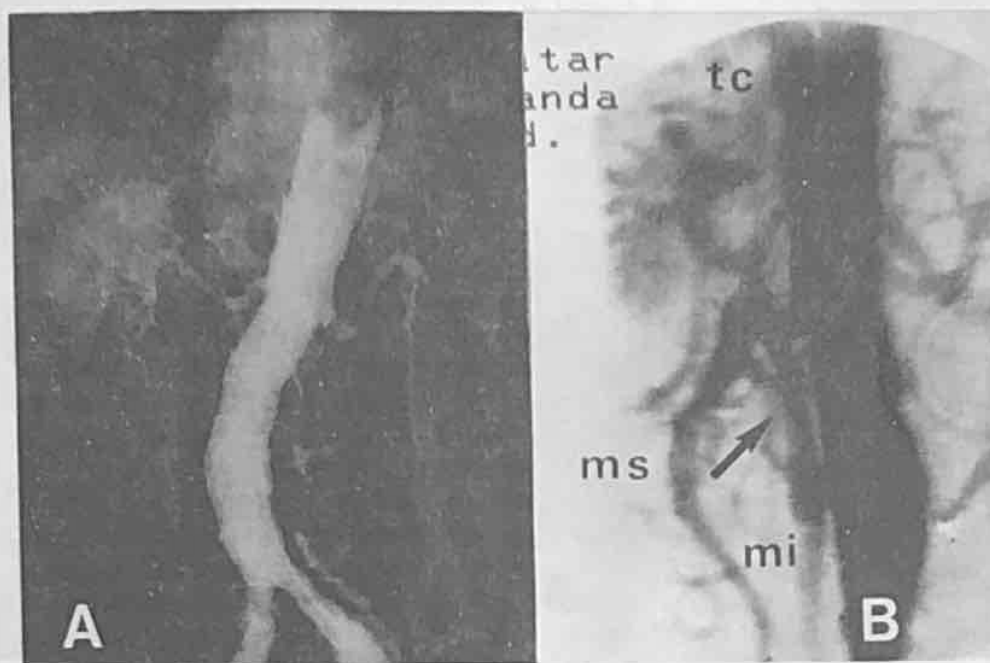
A. Aortografía abdominal (caso N° 5). Se observa ausencia de contraste del tronco celiaco (TC), la arteria mesentérica superior (MS) y de sus ramas. Sólo se aprecia el llene de la arteria mesentérica inferior (MI). (flecha). B: Control postoperatorio (aortografía lateral por sustracción digital). Se observa llene de TC, MS y MI.
